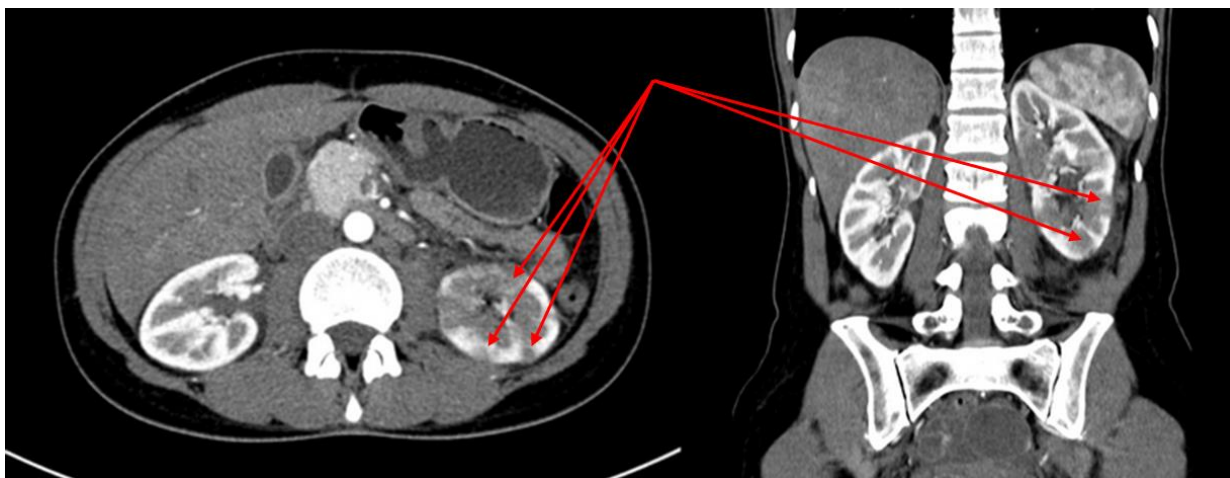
Данные КТ с внутривенным контрастным усилением: очаги деструкции в левой почке (указаны стрелками) со сниженным накоплением контрастного препарата.
